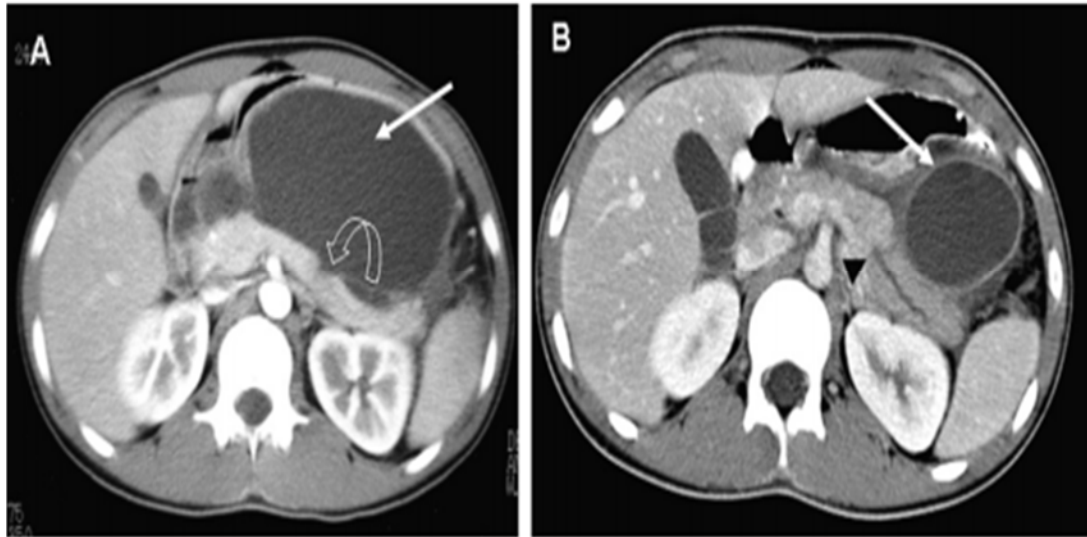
Coupes axiales de la TDM montrant: A: collection liquidienne associée à une lacération du corps du pancréas, B : évolution de la collection après un mois en un faux kyste du pancréas (flèche blanche) avec une dilatation du canal pancréatique principal au niveau du site de la lacération. (29)
